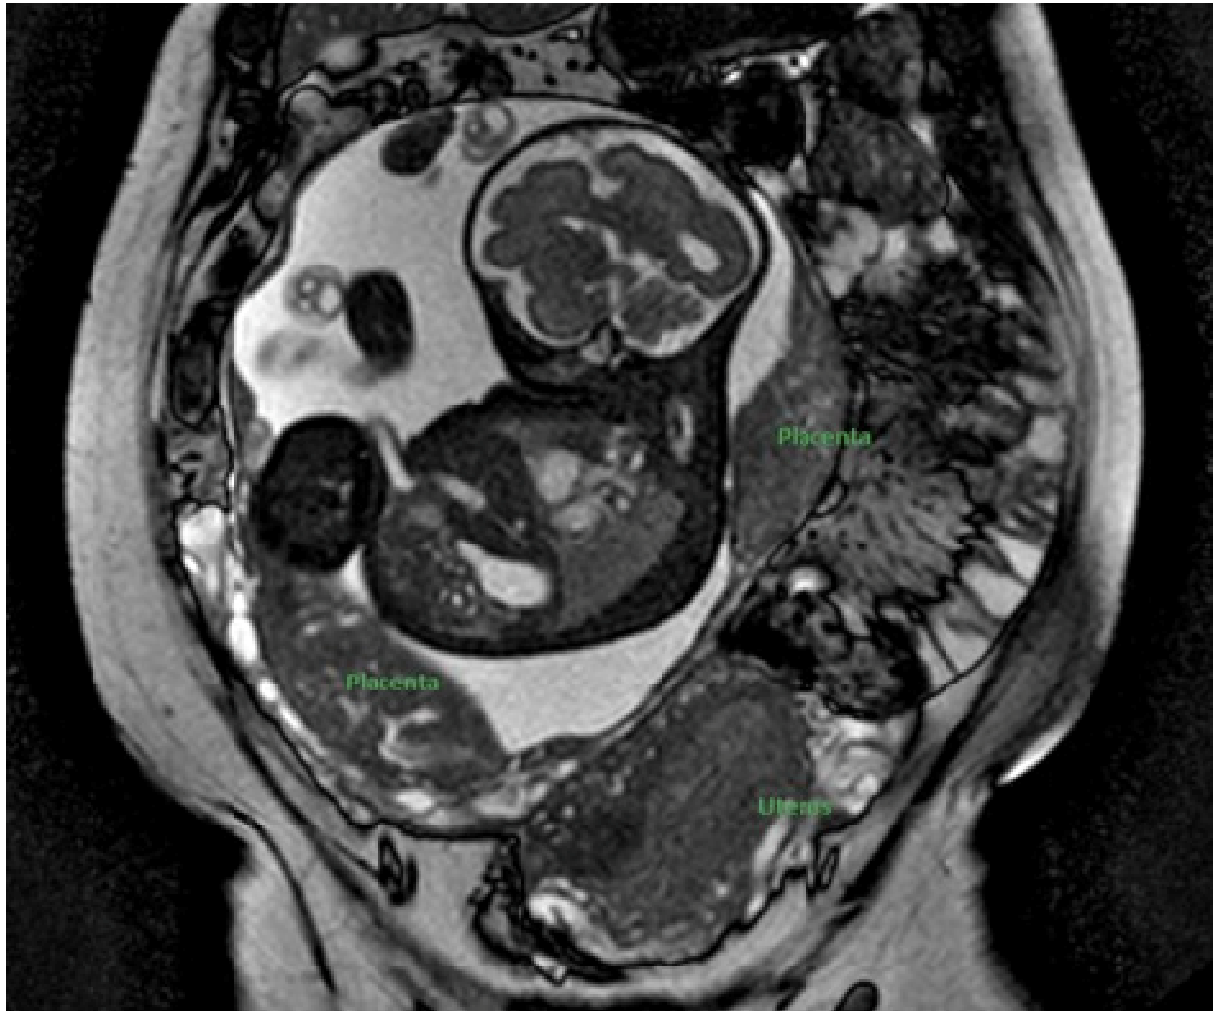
L'IRM à 28 semaines a montré un sac gestationnel intrapéritonéal extra-utérin situé dans le flanc droit maternel avec un seul fœtus vivant à l'intérieur. Le placenta a impression bi lobaire, situé sur l'intestin grêle, le côlon, le caecum et une partie du mésentère [65].
